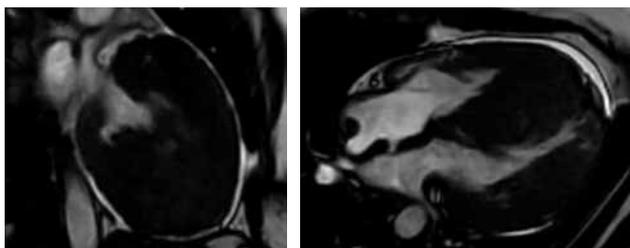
Resonancia magnética cardiaca observando hipertrofia ventricular con reforzamiento tardío intravenoso.
